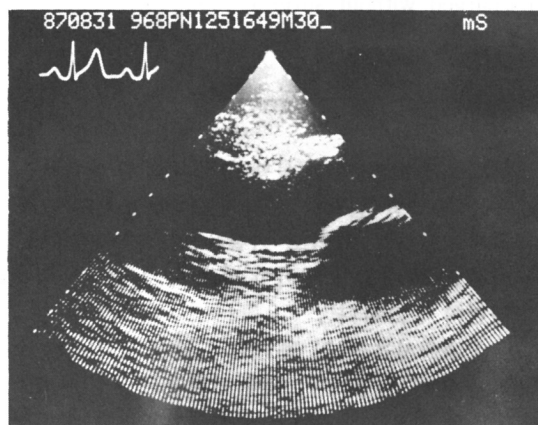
Two-dimensional parasternal long-axis view showing a prolapse of anterior mitral leaflet into the left atrium during systole.
